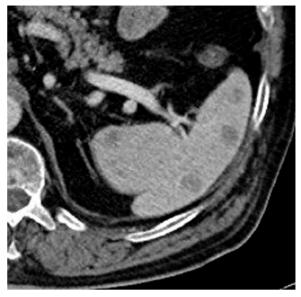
Metastasen eines Ovarialkarzinoms, CT mit i.v. Kontrastmittel. Die CT zeigt mehrere hypodense Milzherde, die im Vergleich zum umgebenden Milzgewebe geringer Kontrastmittel anreichern
